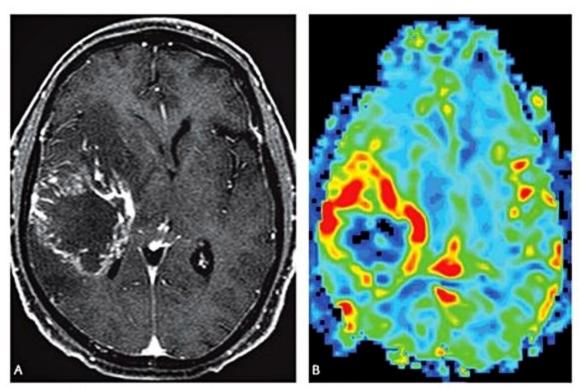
Extenso glioblastoma multiforme à direita, predominando no lobo temporal. A imagem de RM no plano axial ponderada em T1 pós-contraste (A) demonstra a lesão, com realce irregular periférico e porção central necrótica. O estudo da perfusão por meio do uso de mapa de cores cuja intensidade é proporcional ao volume sanguíneo cerebral (B) identifica de modo claro as áreas de perfusão aumentada na borda da lesão, principalmente na porção anterior, que apresentam tons de vermelho e amarelo. A porção central da lesão é hipoperfundida (azul) por causa da necrose tumoral.
